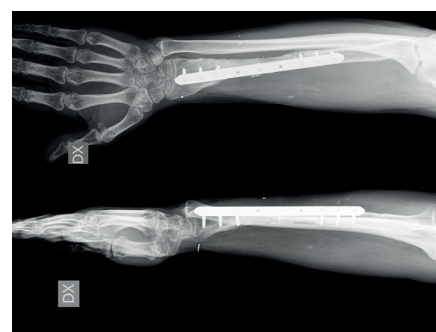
Radiografia di controllo a sei mesi dalla chirurgia che mostra un avanzato rimodellamento dell'innesto.
